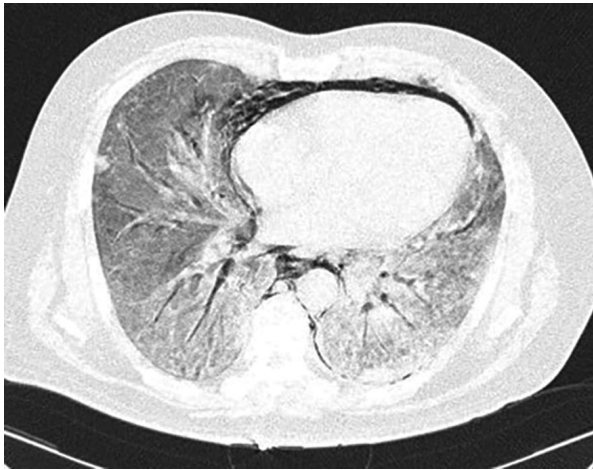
Imagen de tomografía computarizada en ventana pulmonar que muestra extensos infiltrados atípicos en vidrio despulido, así como presencia de neumomediastino y neumoperitoneo.
